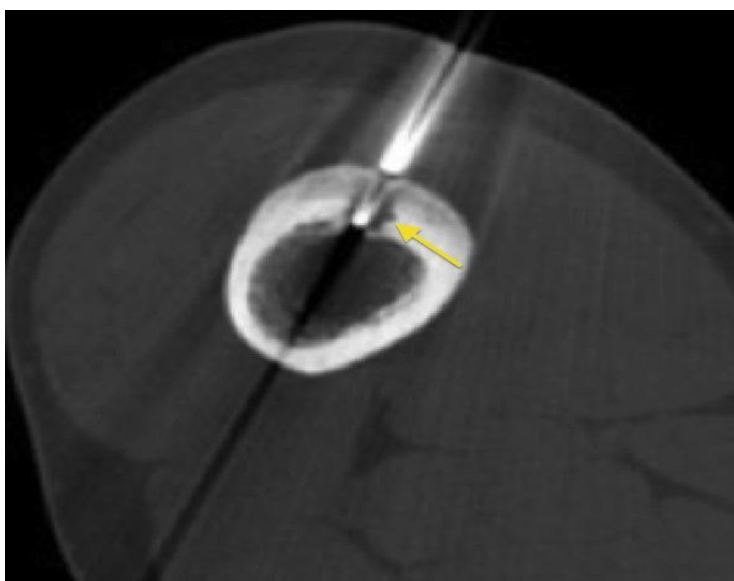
RFA e osteomës osteoide. Lezioni i vogël litik (shigjeta) në korteksin anterior të femurit të pacienti mashkull 18 vjeç ishte një osteomë osteoide. Pacienti ishte paraqitur me dhimbje të forta, më të forta gjatë natës. Ky imazh i CT tregon gjilpërën e ablacionit, majën e saj të pozicionuar në qendër të osteomës osteoide. Heqja e këtyre lezioneve zakonisht zgjat më pak se një orë dhe shumë pacientë raportojnë lehtësim të menjëhershëm të simptomave.
